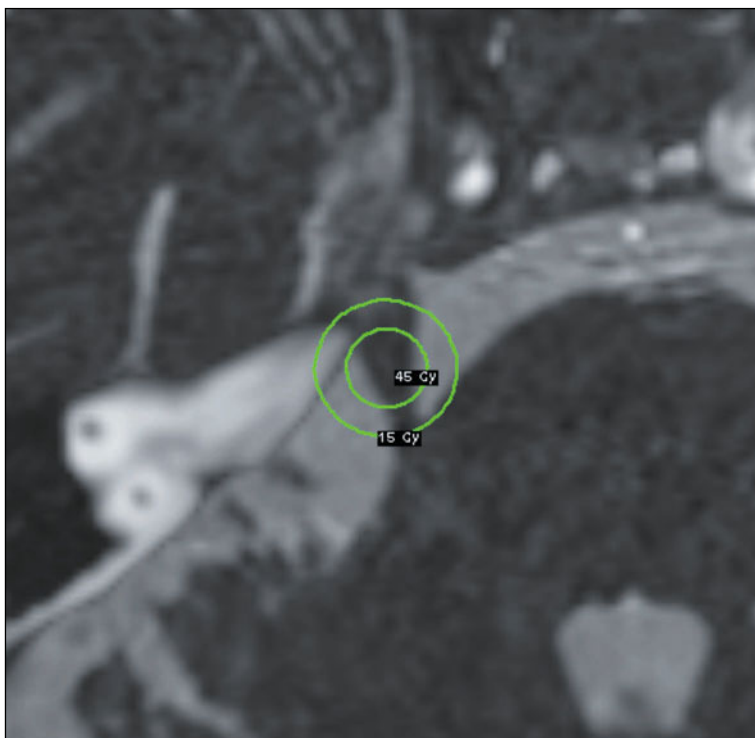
Image IRM axiale de repérage du nerf trijumeau pour son traitement par radiochirurgie Gamma-Knife[®]. Un isocentre unique de 4 mm de diamètre, visualisé ici par les isodoses 45 et 15 Gy, est positionné à 7-8 mm en avant de l'émergence du nerf au niveau de la protubérance du tronc cérébral.
